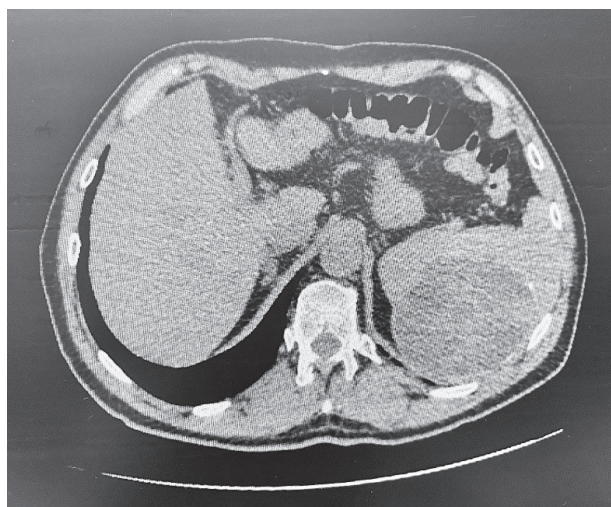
Спиральная компьютерная томограмма органов брюшной полости. Киста селезенки
